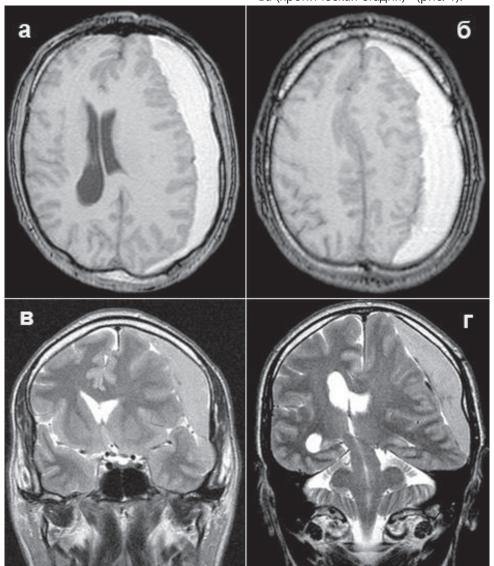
МРТ левосторонней ХСГ у 50-летнего: а, б - сагиттальные (Т1) и в, г - фронтальные (Т2) срезы. Видна обширная гиперденсивная хроническая субдуральная гематома лобно-теменно-затылочной области слева; деформация левого бокового желудочка, смещение срединных структур вправо на 14 мм.
